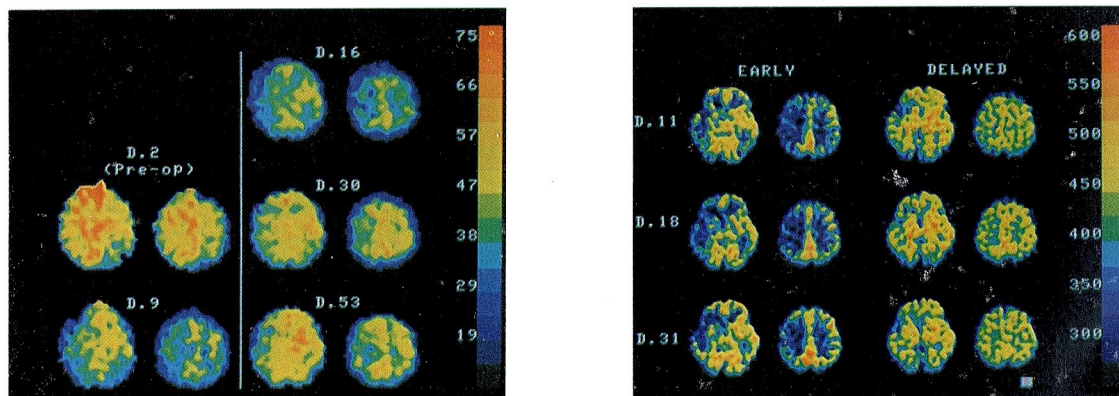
Case 21. a) Serial Xray CT scans, b) Serial IMP-SPECT & Xe-SPECT
